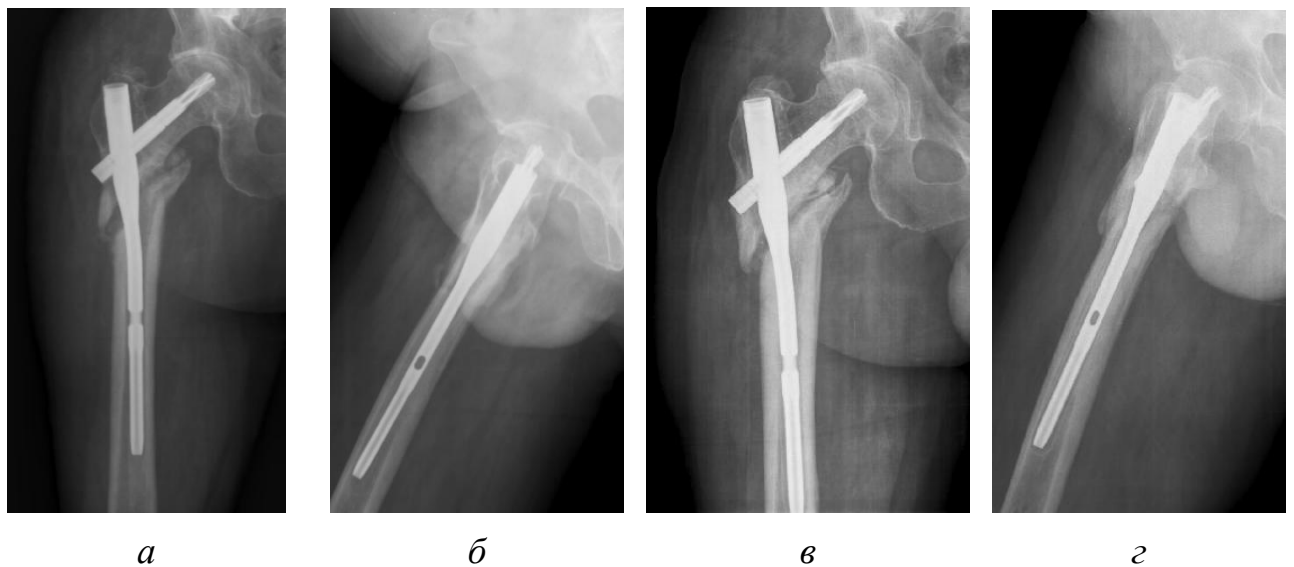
Рентгенограммы пациента К. через 3 (*а, б*) и через 11 (*в, г*) месяцев после ревизионного остеосинтеза проксимальным бедренным гвоздем
